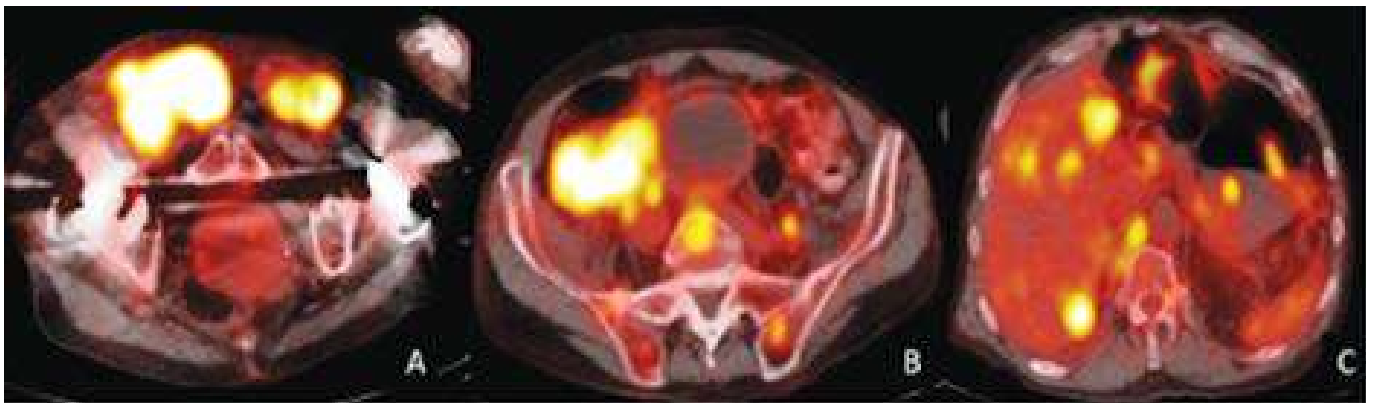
Estudio ^{18}F -FDG PET-CT, cortes axiales. A) Adenopatías hipermetabólicas inguinales, bilaterales, las de mayor tamaño derecho, con SUV mayor a 2,4. B) masa hipermetabólica en fosa iliaca derecha, de 18cm de diámetro mayor, SUV de 15. C) Múltiples metástasis hipermetabólicas hepáticas, con SUV de hasta 7, la de mayor tamaño en segmento IV de 5cm y otra similar en el segmento VI.
